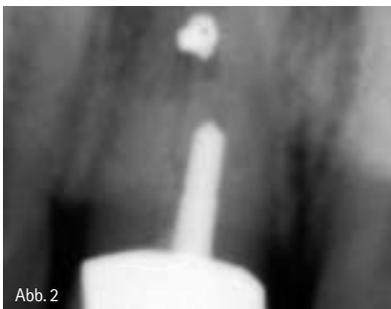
Röntgenausgangsbefund mit dem nicht erhaltungswürdigen Zahn 11.
